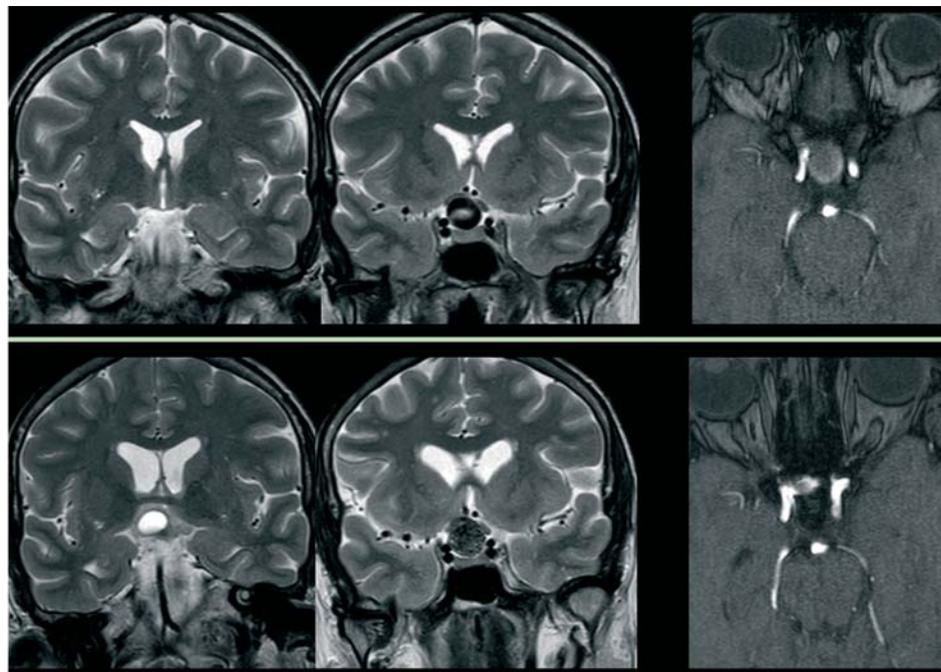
RM, T2 e TOF (Time Of Flight). In alto prima del trattamento; in basso follow-up a 12 mesi: cisti perianeurismatica, dimensioni della sacca aneurismatica aumentate, rifornimento della sacca aneurismatica.
